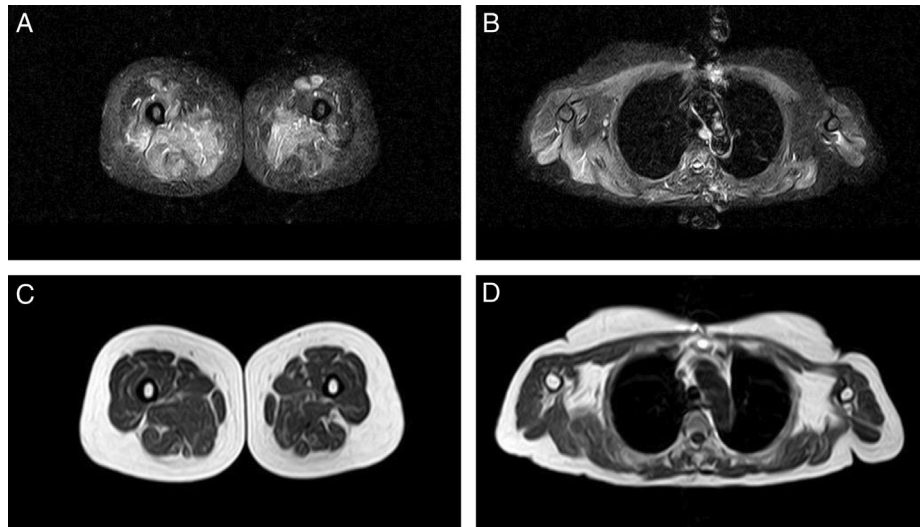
En una RM muscular de cuerpo entero, en los muslos se apreció aumento de señal en secuencias de recuperación de inversión tau corta potenciadas en T2 (STIR) (A), que afecta a los músculos aductores en compartimento medial del muslo, vasto lateral y recto femoral en el compartimento anterior y bíceps femoral en el compartimento posterior, más prominentes en el lado derecho. B) En la cintura escapular se objetivó un aumento de señal en músculos periescapulares, deltoides y, de forma menos llamativa, en músculos pectorales, de predominio en el lado derecho. Estos cambios no se acompañaron de sustitución grasa en secuencias *spin eco turbo* (TSE) potenciadas en T1 (C y D).
